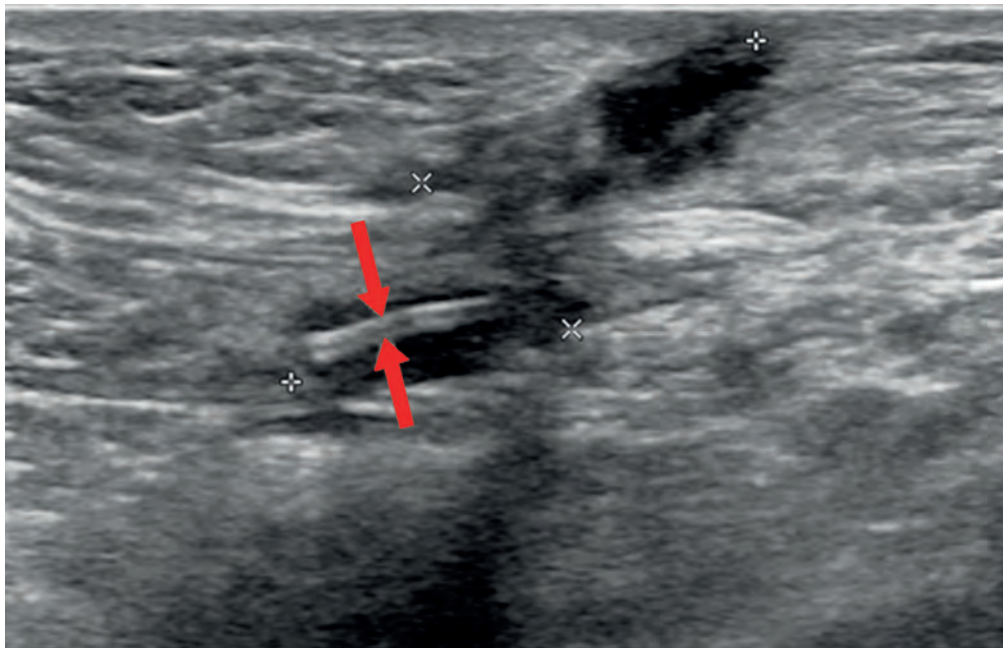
Ультразвуковая томограмма пациента С. В мягких тканях передней брюшной стенки в области послеоперационного рубца визуализируется трубчатая структура, предположительно дренажная трубка (отмечена красными стрелками)
